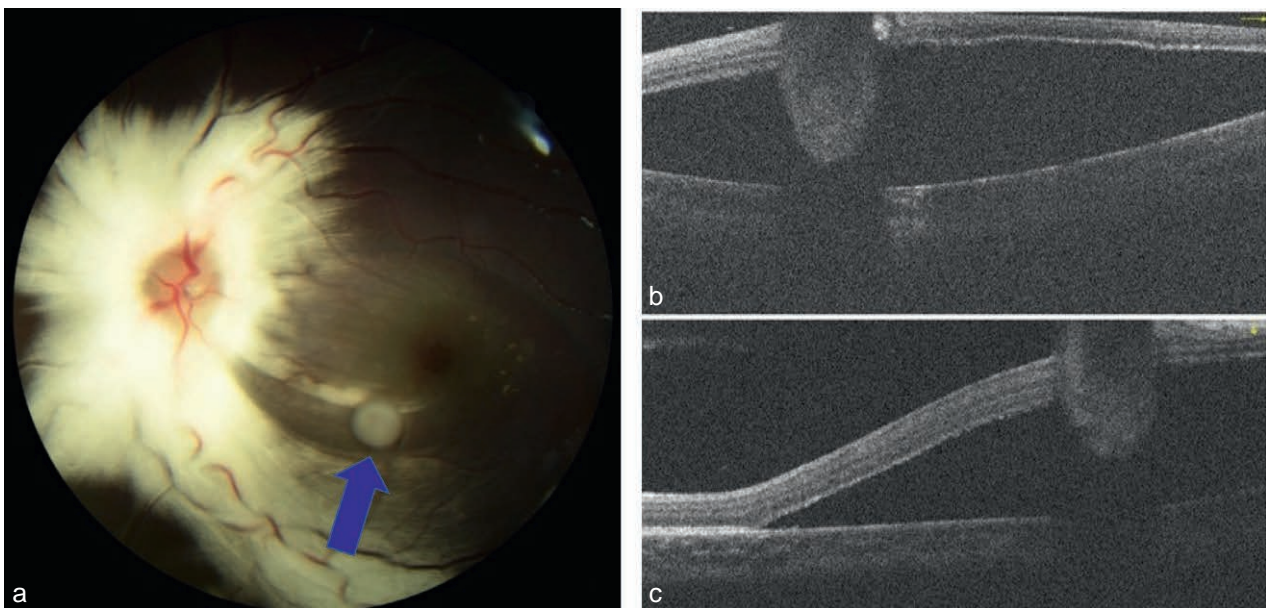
Rétinophotographie (a) et tomographie par cohérence optique (OCT) (b, c) chez un enfant de 4 ans adressé pour suspicion de rétinoblastome.
